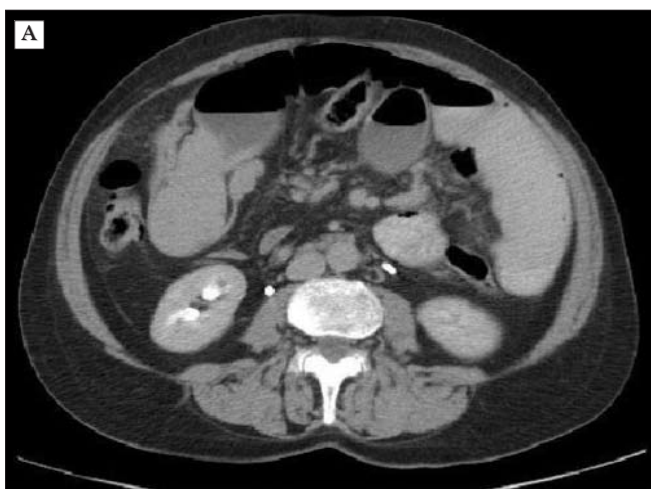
A,B. Tomografie abdominală: tumora ocluzivă de intestin subțire
